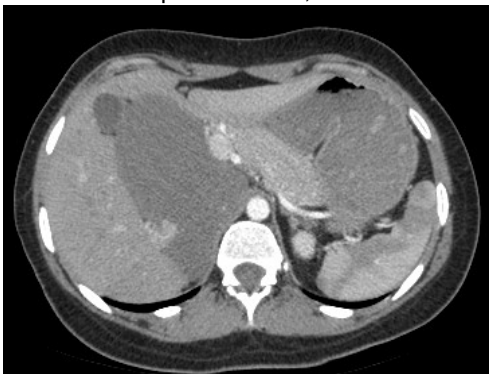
TC de Abdome em fase arterial, no plano axial, sem realce expressivo do meio de contraste.
